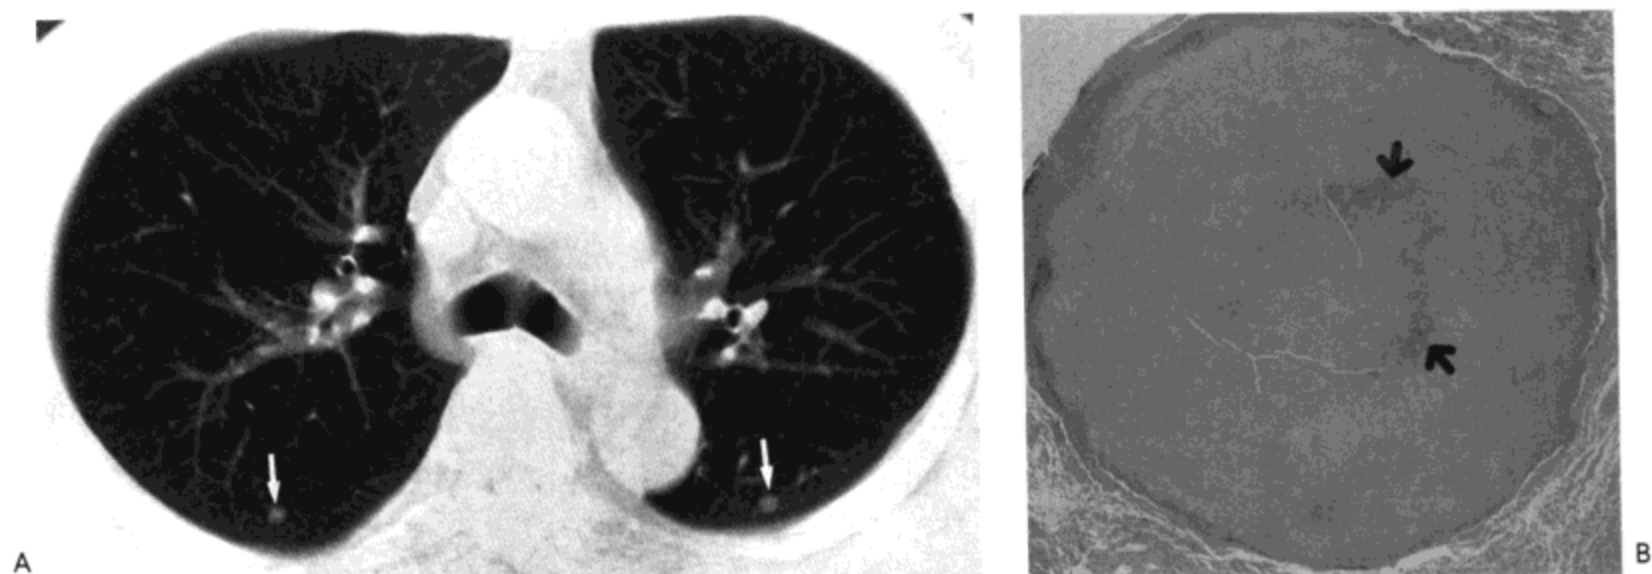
多发小结核球与转移结节相似。A: CT像(7mm层厚)示双侧,边缘光滑的结节(箭号)。B: 活检标本光镜显微照相示一界限清楚的坏死灶伴中心钙化(箭号)。病人为一66岁男性。(经允许,选自Lee JY等。J Comput Assist Tomogr 2000;24:691-698)
